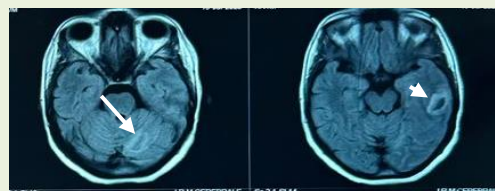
IRM cérébrale en coupes axiales en séquence FLAIR montrant l'hématome hémisphérique cérébelleux gauche (flèche) et temporal gauche (tête de flèche)
